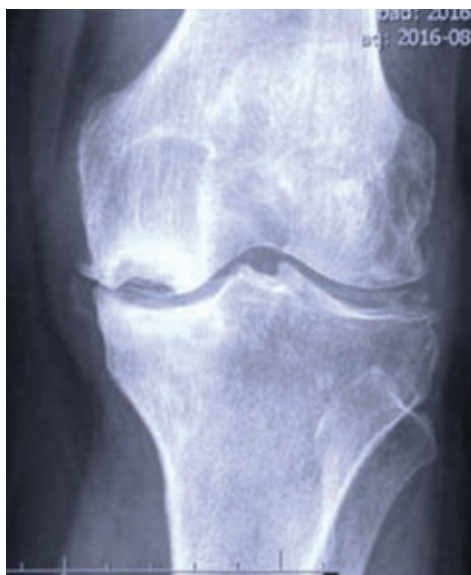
Radiografía anteroposterior de rodilla en donde se observa colapso subcondral en el cóndilo femoral medial.
